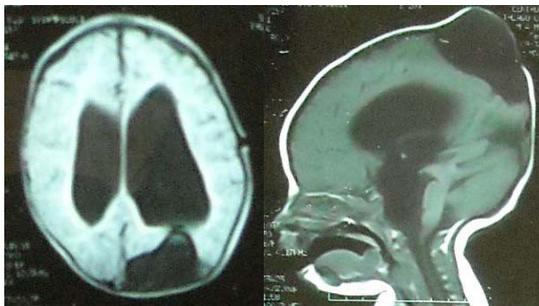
Brain MRI Case 1 - A. whole encephalocele, corpus callosum dysgenesis. B. supratentorial dilation, porencephalic cyst at left parietal convexity communicating with adjacent lateral ventricle.
